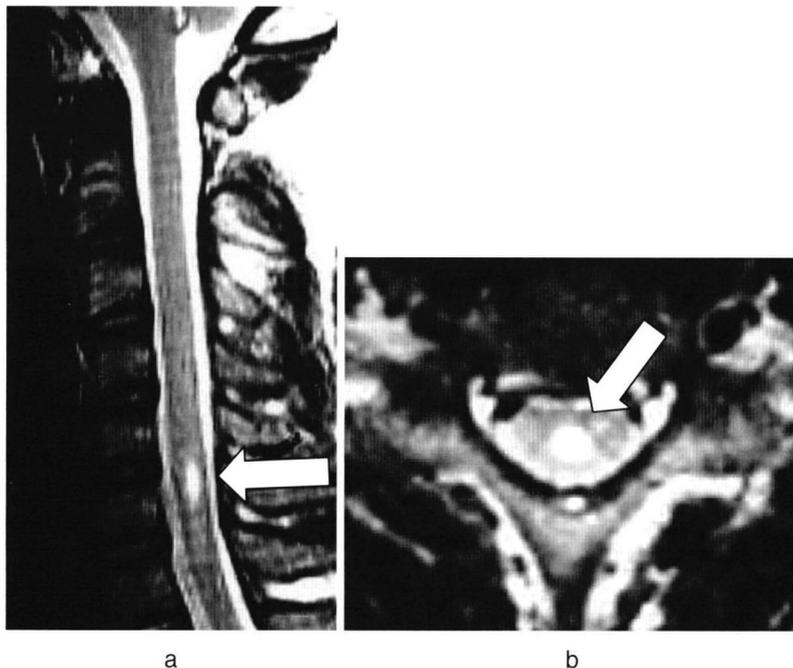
Case 1 : T2-weighted MRI of the cervical spine, showing a syrinx (white arrow) at the level from C5 to C6 vertebra (a) Sagittal image, (b) axial image at the level of C6 vertebra.
